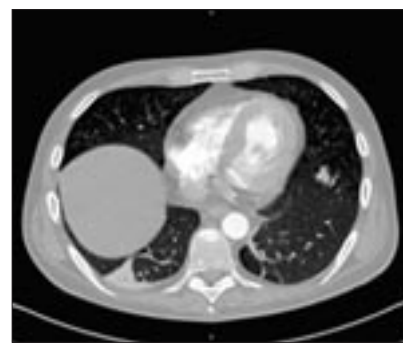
Компьютерная томография легких, с контрастным усилением, в аксиальной проекции. Периферический типичный карциноид легкого, артериальная фаза
